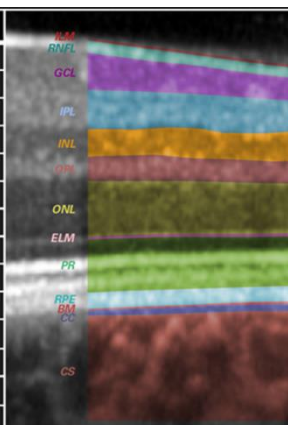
Kohärenztomographische Darstellung der Retinalen Schichten im OCT
